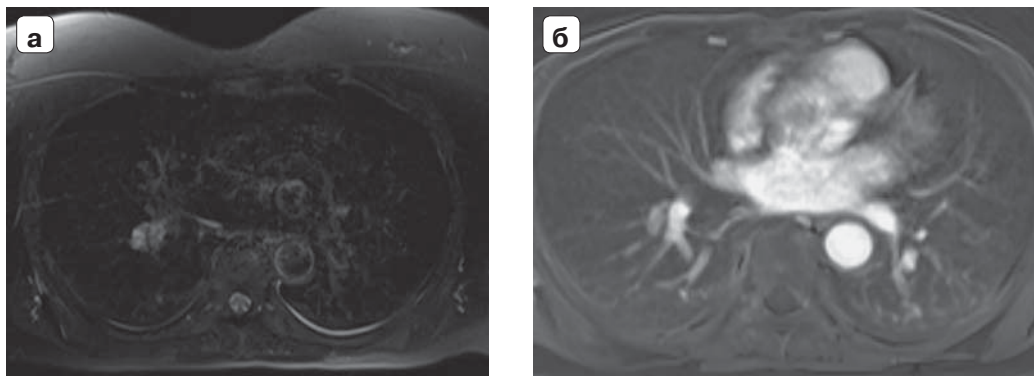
МРТ грудной клетки с парамагнетиком. а – T2-fatsat: в C6 правого легкого определяется гиперинтенсивное образование с гипоинтенсивными перегородками и солидными структурами; б – T1-fatsat с парамагнетиком: образование накапливает контрастное вещество и связано с нижнедолевой легочной артерией.
